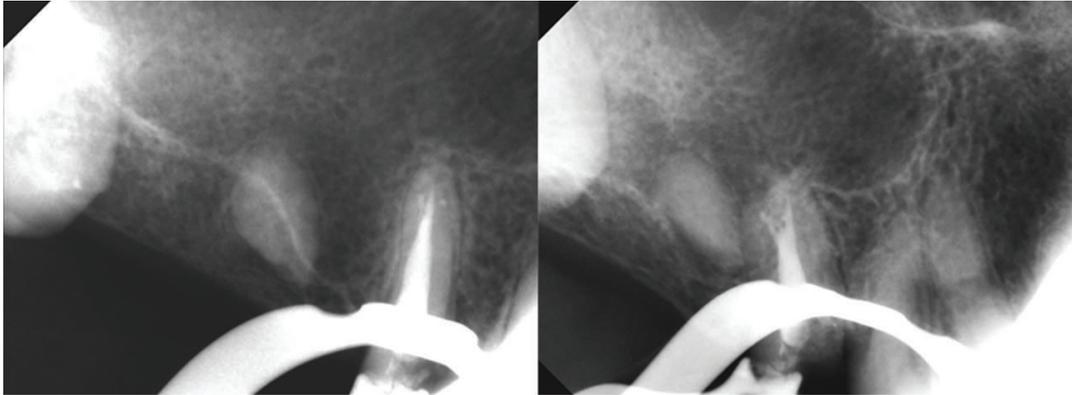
근관 충전 치근단 방사선 사진.
